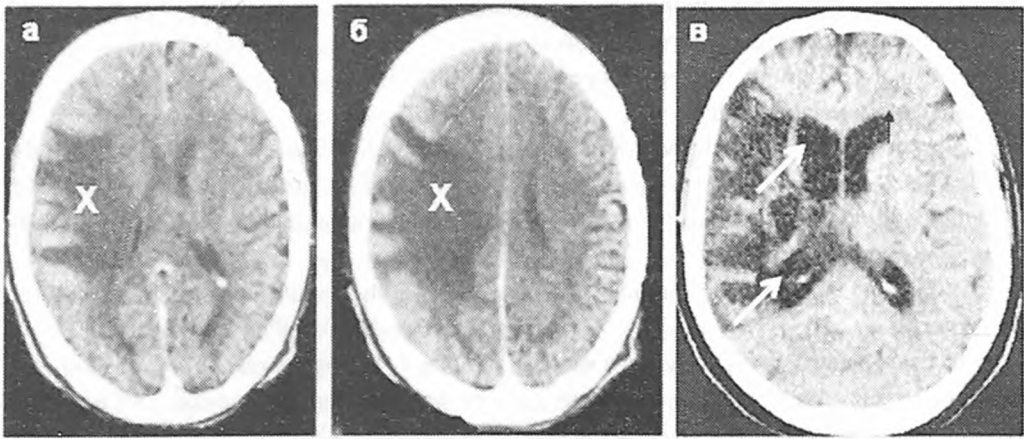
Саркоидоз головного мозга. КТ больного Д., 28 лет. а, б - в области коры и белого вещества левой теменной доли определяется большой очаг пониженной плотности (обозначен крестом). в - КТ головного мозга того же больного через 3 года. Обращает на себя внимание умеренное расширение переднего и заднего рогов левого бокового желудочка (обозначены стрелками), характерное для отрицательного масс-эффекта за счет уменьшения очага.
